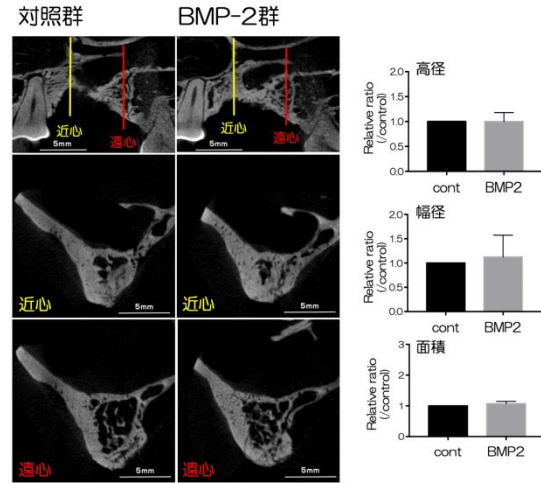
ソケットプリザベーション mild modelにおける移植8週後のmicro-CT解析および定量解析の結果を示す。
